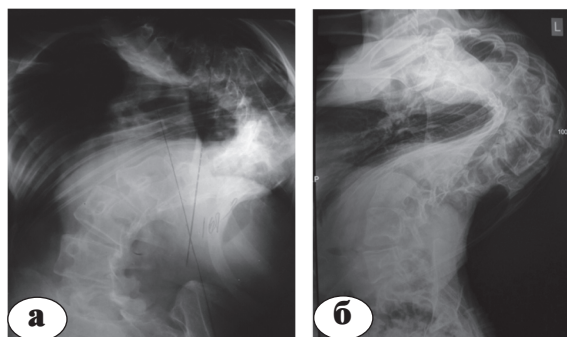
Рентгенограммы позвоночника пациентки А. в прямой (а) и боковой проекциях (б)
